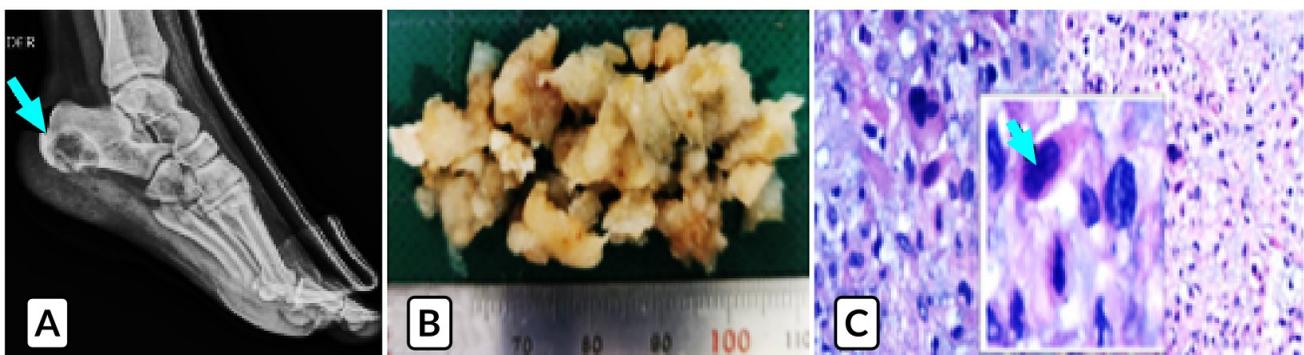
Condrosarcoma de hueso calcáneo: A) Radiografía de pie derecho donde se observa imagen radiolúcida en el cuerpo del calcáneo (flecha). B) Masas con bordes irregulares de consistencia firme con gránulos y de coloración blanquecina. C) A nivel histológico se observa celularidad abundante compuesta de células mononucleares pequeñas redondas y poligonales semejantes a condroblastos, en la flecha se observan células gigantes multinucleadas similares a osteoclastos.
